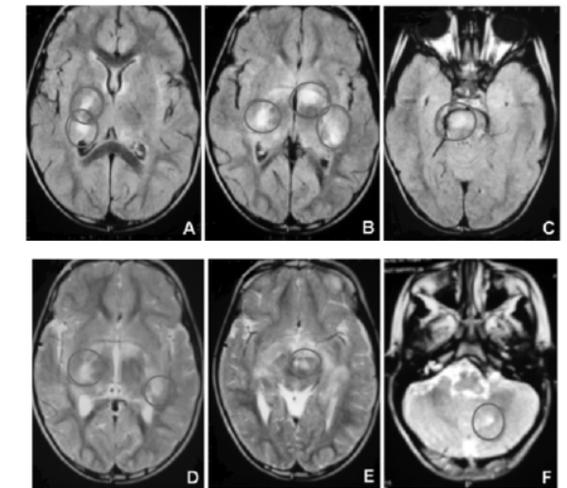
Arquivo Revista Paulista de Pediatria, Múltiplas hiperintensidades no sistema nervoso central em uma criança com neurofibromatose do tipo 1, 2011. A imagem mostra ressonância magnética de encéfalo evidenciando múltiplas imagens nodulares hiperintensas no Flair (A a C) e T2 (D a F). Notar a lesão hamartomatosa pré-quiasmática em C.
